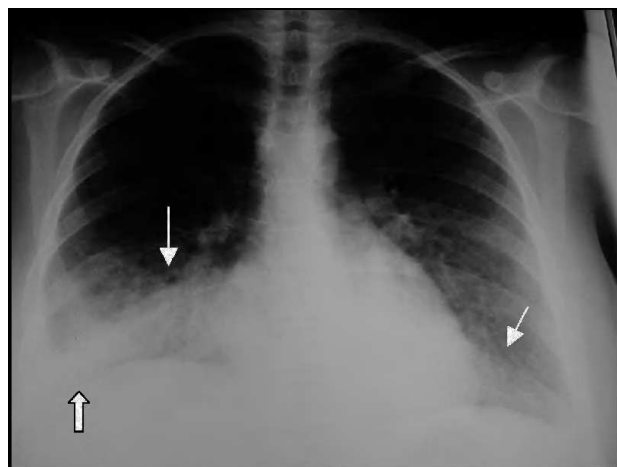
Radiografía de tórax. Infiltrados intersticiales basales (flechas delgadas) y derrame pleural (flecha gruesa).
